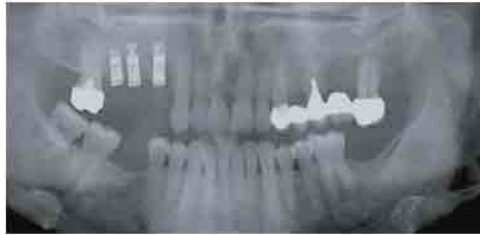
Radiographie panoramique réalisée 9 mois après la pose des implants.
